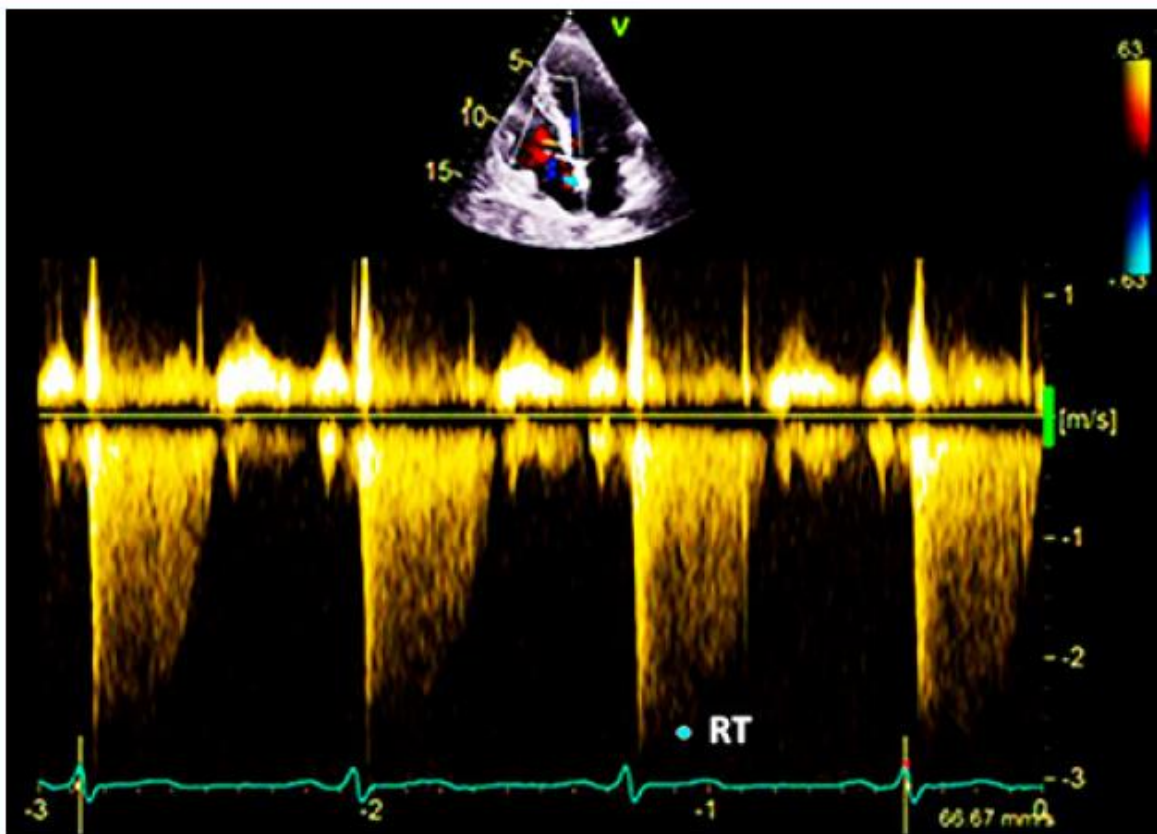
Registro de flujo de regurgitación tricúspidea por Doppler continuo<sup>37</sup>.
